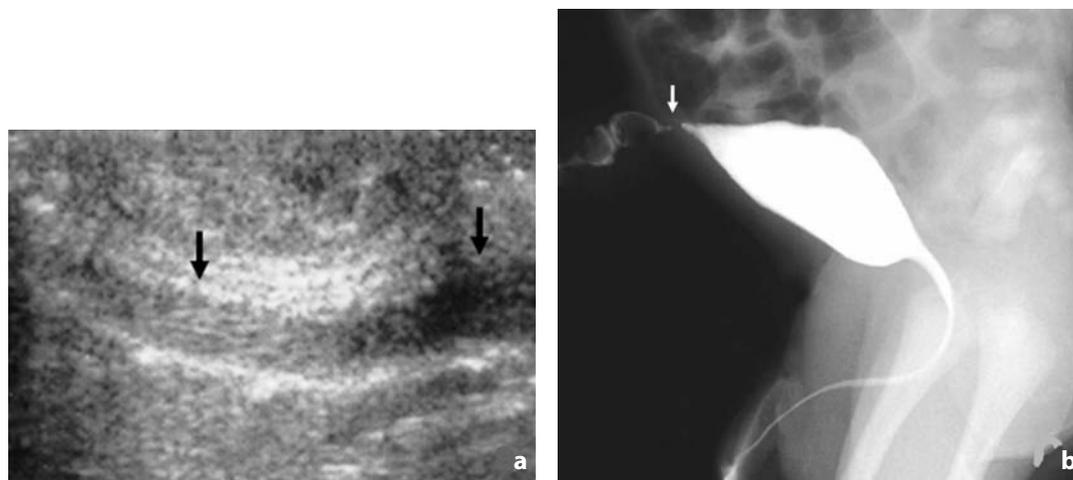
Pervietà completa dell'uraco. a La scansione ecografica longitudinale in sede sopravescicale evidenzia struttura tubuliforme iso-ipoecogena (freccie) nella sede del legamento ombelicale medio. b La cistografia in fase minzionale mostra connessione fra vescica ed ombelico con fuoriuscita di mezzo di contrasto da quest'ultimo (freccia)
